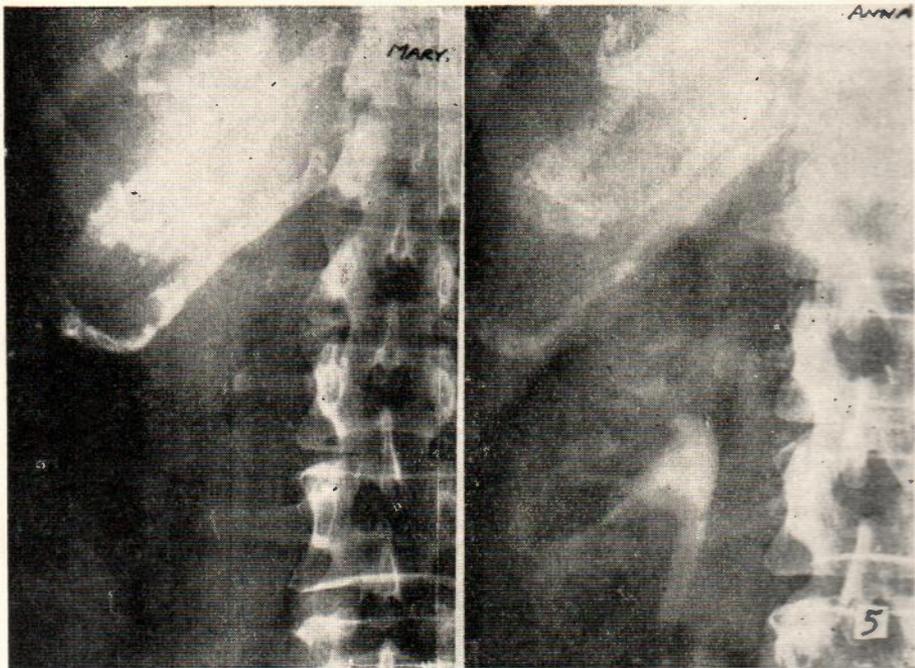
Mellizas idénticas M. S. y A. S. 58 años. Roentgenogramas del lado derecho del tórax y columna lumbar. Nótese la manera semejante de osificación de los cartilagos costales, idéntica conformación de las costillas en forma, tamaño y espesor de la corteza. Nótese la forma, el tamaño y la dirección similar de las apófisis transversas de la columna lumbar de mellizos idénticos.
